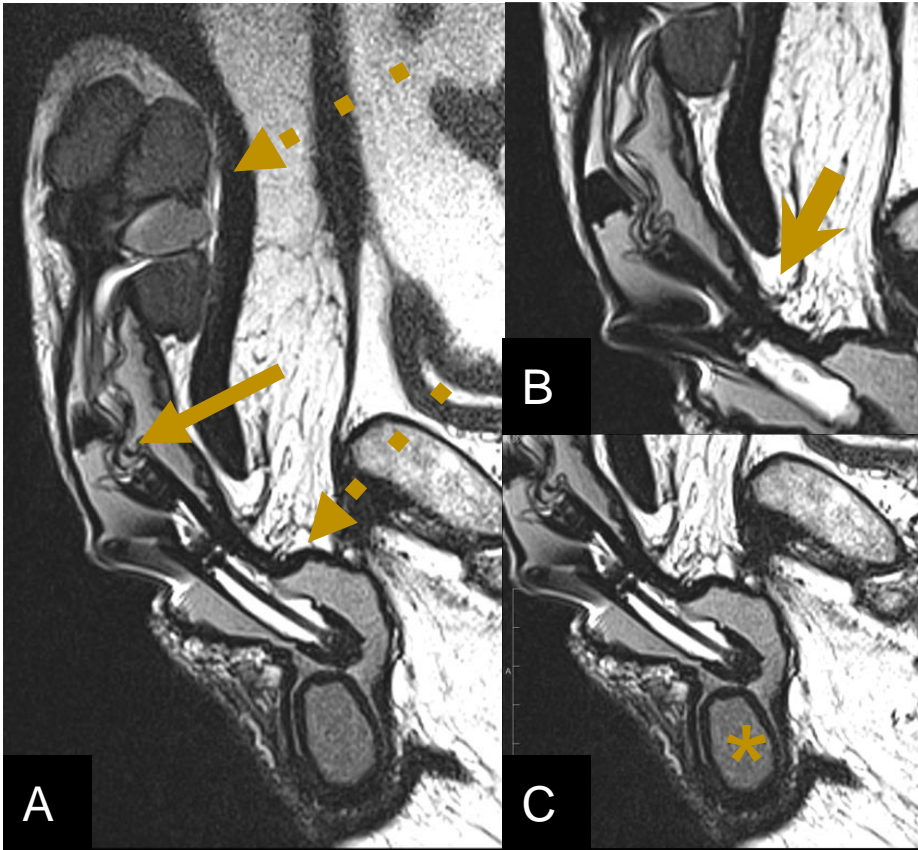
RM de pene, A) Secuencia T2 sagital B) C) Secuencia T2 sagital, capturas focalizadas. Se observa colección en el extremo distal loculada y otra asociada al cuerpo del cilindro que se extiende por todo el pene llegando al escroto (flecha punteada) y el cilindro protésico tortuoso y colapsado (flecha). Sumado a esto se observan signos de desacople de los componentes, tales como los componentes del cono o punta posterior dentro del cilindro (punta de flecha) y desconexión de la bomba escrotal (asterisco)
